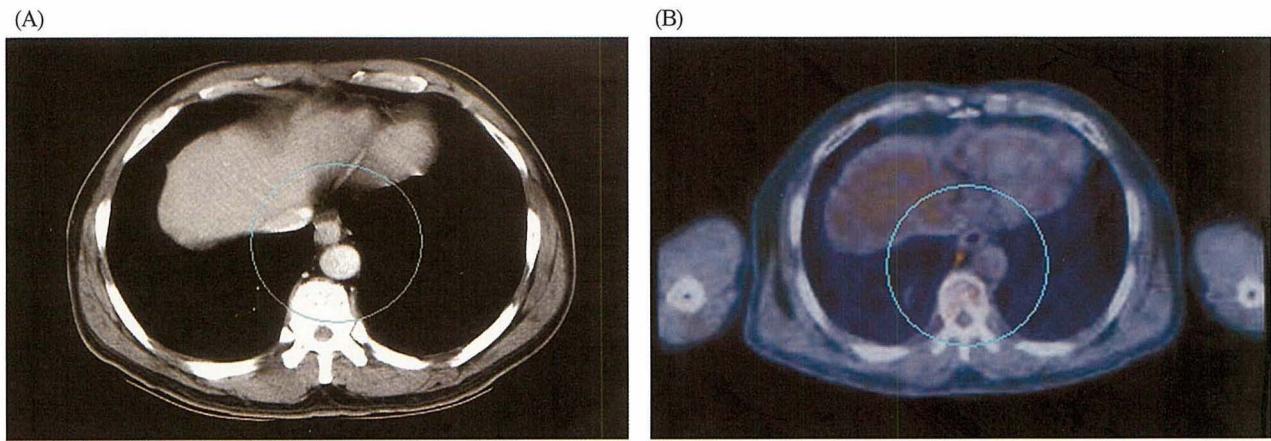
In a 68-year old man with squamous carcinoma of esophagus, enhanced CT image (A) shows no definite periesophageal lymph node abnormality but PET-CT image (B) shows abnormal FDG uptake at the periesophageal lymph node, which was confirmed by postoperative pathologic finding.
